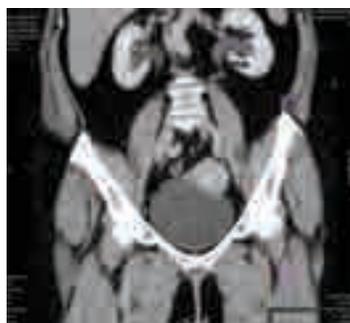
Urotomografía en corte sagital, fase venosa. Se observa dilatación pielocaliceal bilateral, predominante la izquierda.
